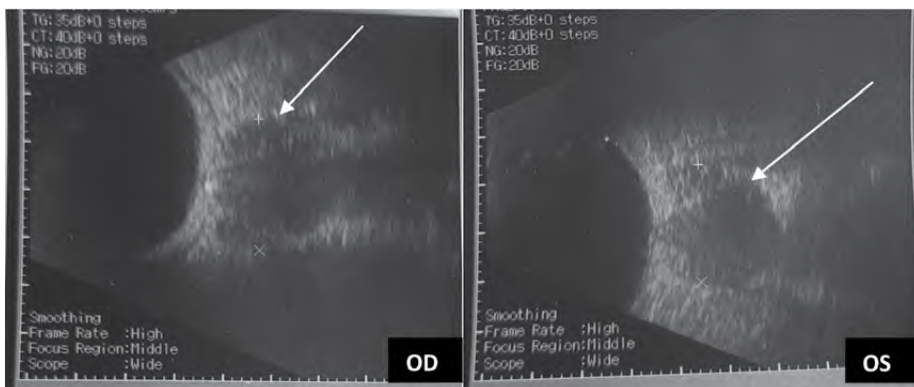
УЗИ глазных яблок. Кистовидные расширения периневральных пространств с гипозоногенным содержанием
